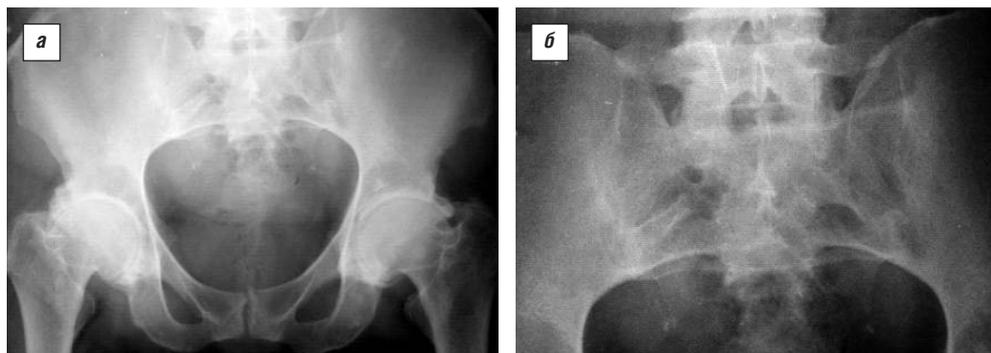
Больная Н.Н., 54 лет, длительность болезни 49 лет, диагноз ЮА изменен на псориатический артрит, рентгенологические изменения в тазобедренных суставах III стадии по Ларсену и сакроилиит IV стадии по Dale
